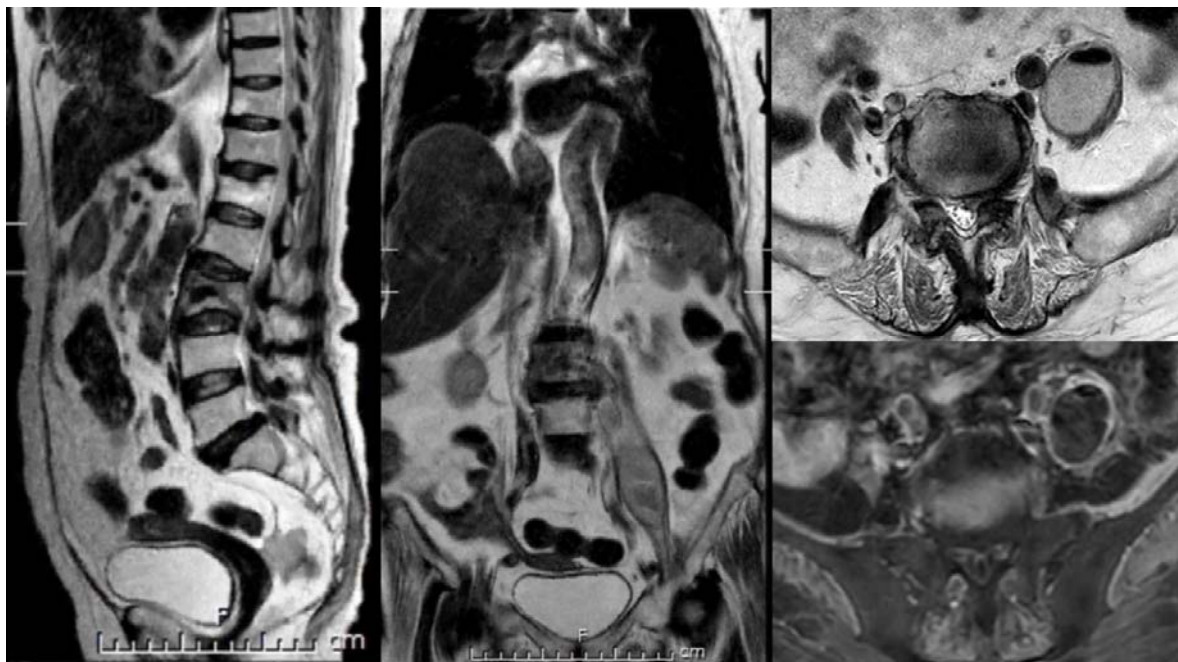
MRI of thoracolumbosacral spines showed compression fracture with internal air bubbles at lower part of L3 vertebral body, suggestive of spondylitis/spondylodiscitis and it caused kinking of the thecal sac with clumping of cauda equina. Two rim-enhancing lesions with calcified wall and internal air bubbles suggested abscesses at bilateral paravertebral areas extending to bilateral psoas muscles.
